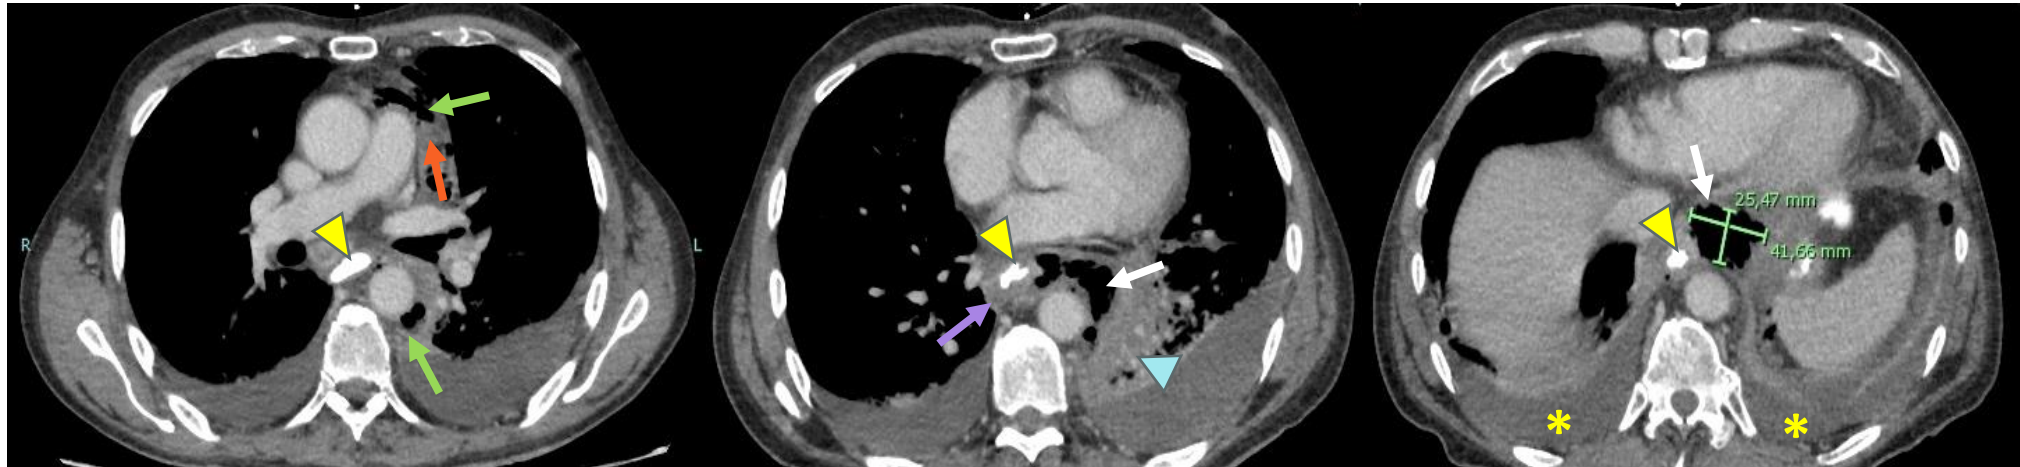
TC de tórax con contraste intravenoso y contraste oral (cortes axiales) en un paciente con mediastinitis aguda secundaria a perforación esofágica por síndrome de Boerhaave. Engrosamiento de la pared esofágica (flecha morada), aumento de la atenuación de la grasa mediastínica (flecha naranja), burbujas de aire mediastínico (flechas verdes) y periesofágico (flechas blancas), derrame pleural bilateral (asteriscos), consolidación en el parénquima pulmonar izquierdo (punta de flecha azul). Esófago opacificado por contraste oral (puntas de flecha amarillas), sin demostrarse fuga; no obstante, los hallazgos radiológicos y el contexto clínico, apoyaron el diagnóstico.
